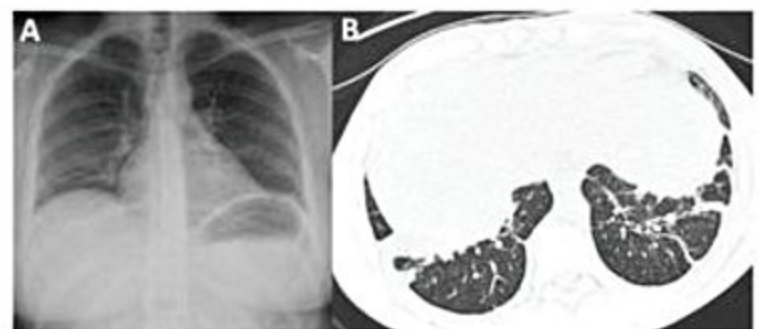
Avaliação radiológica de paciente portador de lúpus eritematoso sistêmico com síndrome do pulmão encolhido demonstrando: (A) radiografia de tórax: elevação das cúpulas diafragmáticas; (B) tomografia de tórax: atelectasias laminares em regiões inferiores.
